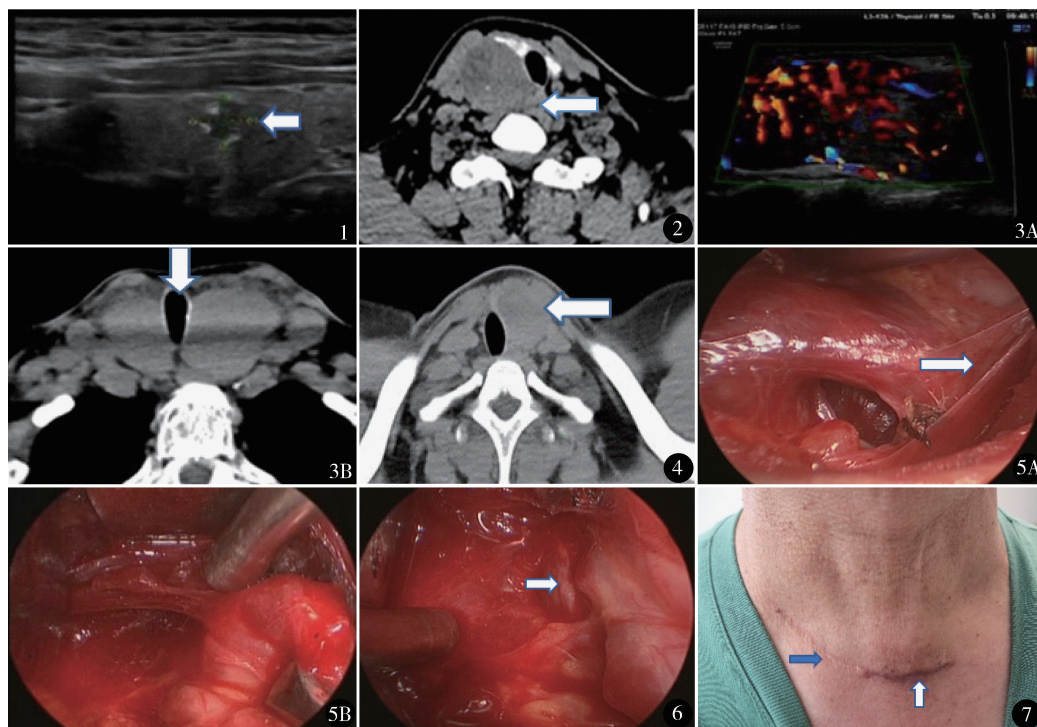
甲状腺癌术后 4 年,超声提示对侧复发,大小  $1.0\text{ cm} \times 1.0\text{ cm}$ , TI-RADS 分级 4 类 图 2 结节性甲状腺腺瘤术后复发,颈部 CT 平扫提示甲状腺右叶见团状低密度影  $48\text{ mm} \times 43\text{ mm}$  图 3 原发性甲亢 2 次术后再次复发,甲状腺彩超 (A) 见甲状腺体积增大,甲状腺弥漫性病变伴丰富血流;颈部 CT 平扫 (B) 提示双侧甲状腺明显肿大,气管右移,局部可见受压变窄 图 4 甲状腺腺瘤 RFA 术后 18 个月复发,颈部 CT 平扫提示甲状腺左侧叶体积增大,其内可见结节状低密度灶 图 5 术中见残存腺体与带状肌重度粘连 (A),钝性剥离腺体周围粘连 (B) 图 6 显露 RLN 图 7 术后切口 (蓝箭头为首次切口,白箭头为二次术后 2 个月切口)
